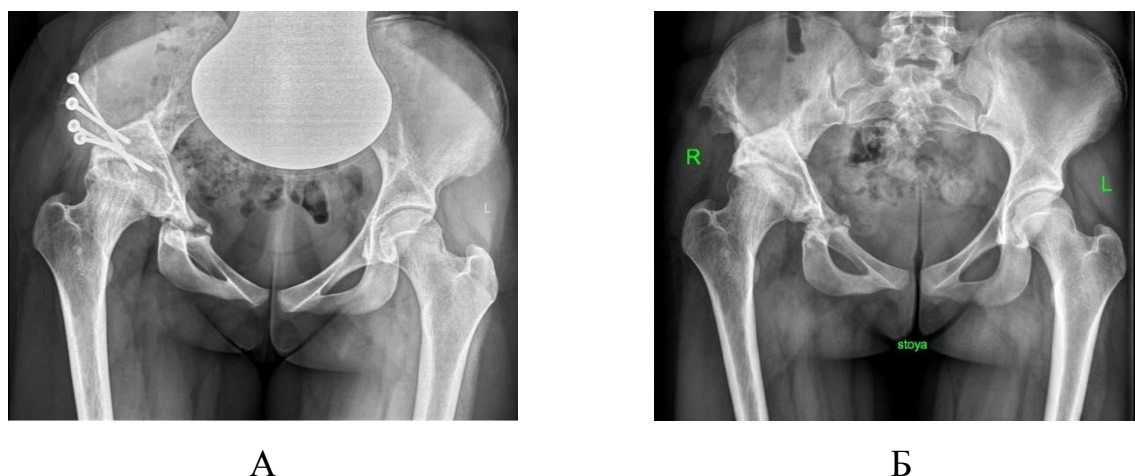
Серия рентгенограмм тазобедренных суставов в передне-задней проекции пациента С., 17 лет, с диагнозом «врожденный (диспластический) подвывих бедра справа»: А – через 7 месяцев после операции; Б – через 1 месяц после удаления металлоконструкций
